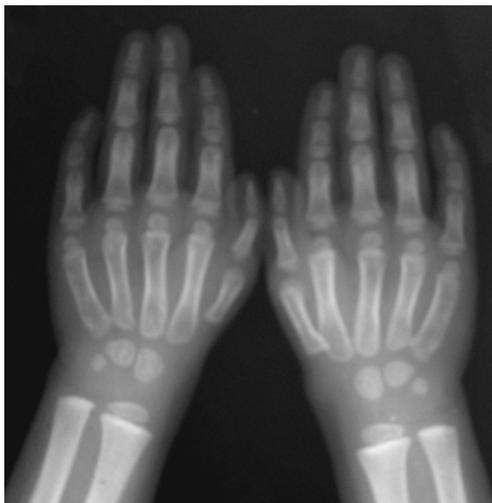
Обзорная рентгенограмма кистей обеих рук: отмечаются деформация первой пястной кости левой кисти в виде укорочения и конусовидного сужения к ее основанию, утолщение и укорочение основной и концевой фаланг этого же пальца. Менее выражены подобные изменения в пястной кости и фалангах правой кисти. Значительная задержка появления ядер окостенения костей лучезапястного сустава.
